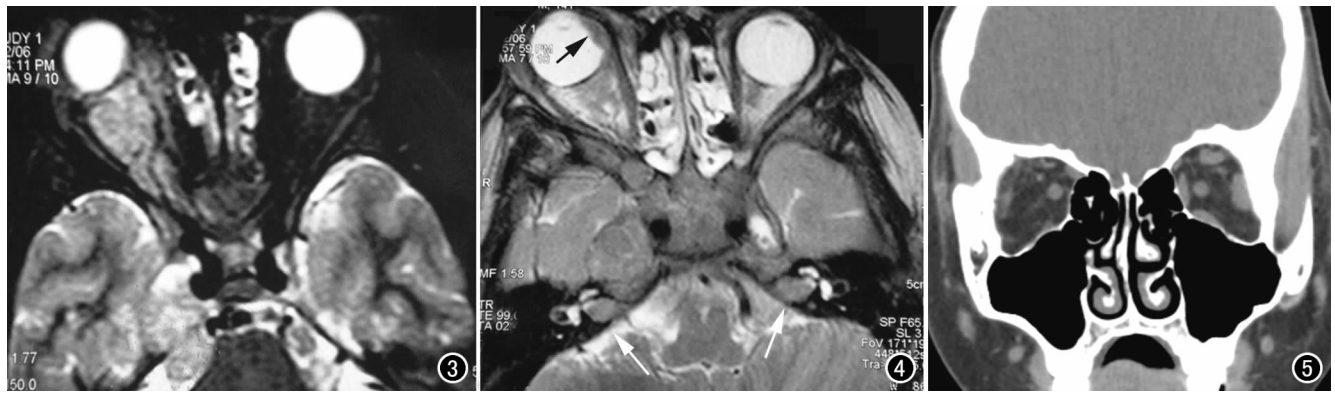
眼眶横轴面 T_2 WI 脂肪抑制像示左侧眼眶内脂肪完全被抑制,右侧眶内肿物呈不规则形高信号,右侧海绵窦增宽及双侧听神经增粗多发异常信号影。图 4 眼眶横轴面 T_2 WI 示眼球内鼻侧盘状低信号影(黑箭),考虑为虹膜错构瘤(Lisch 氏结节)。球后不规则稍低信号。右侧海绵窦及眶尖部软组织信号影。双侧听神经明显增粗,信号异常,为双侧听神经瘤(白箭)。图 5 眼眶 CT 冠状面示除右侧上斜肌显示正常外,其余眼外肌均示明显菲薄,提示动眼神经和外展神经麻痹。
